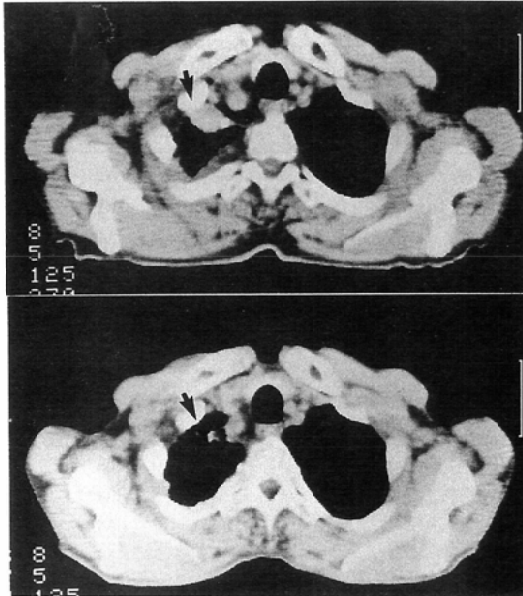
Case 2: CT shows a decrease in size of the tumor. Upper: pretreatment. lower: posttreatment, arrow: tumor
